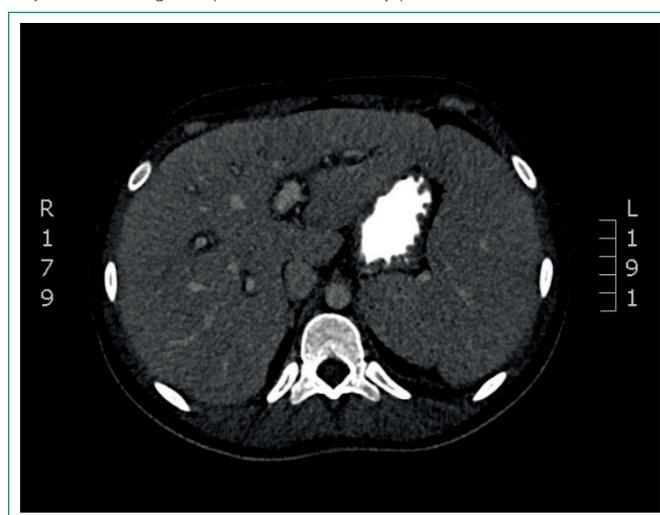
TAC abdominal en el que se observa claramente la esplenomegalia.
